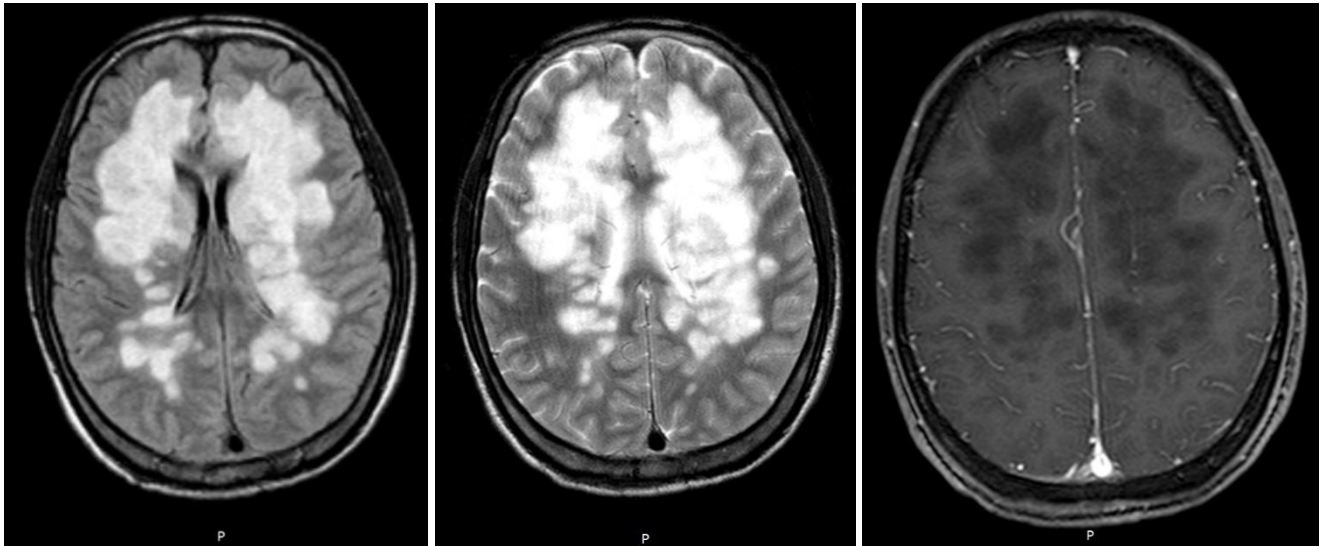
№12. МРТ головного мозга с контрастным усилением от 23.09.2019. Слева направо: T2FLAIR, T2, T1 с КУ.
